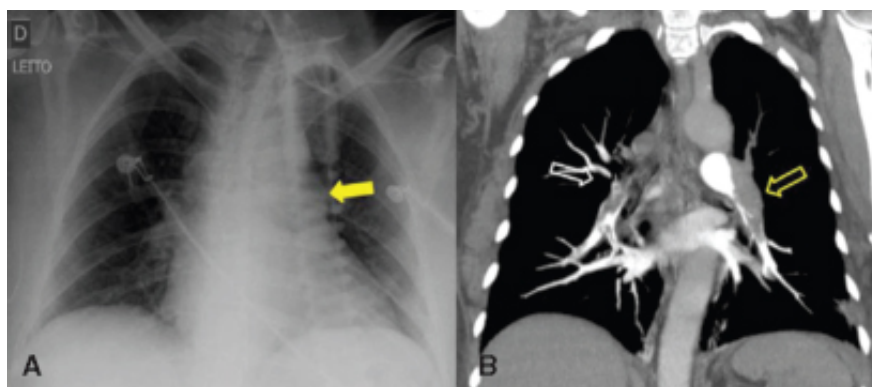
Tromboembolismo pulmonar. A e B. Radiografia de tórax em incidência posteroanterior (PA) e imagem coronal de TC de tórax em janela de mediastino após injeção de contraste iodado, respectivamente. Observa-se abaulamento do arco médio no contorno mediastinal esquerdo (*seta em A*), aspecto que sugere hipertensão arterial pulmonar e falhas de enchimento no interior dos ramos interlobares inferiores das artérias pulmonares (*setas vazadas em B*).
